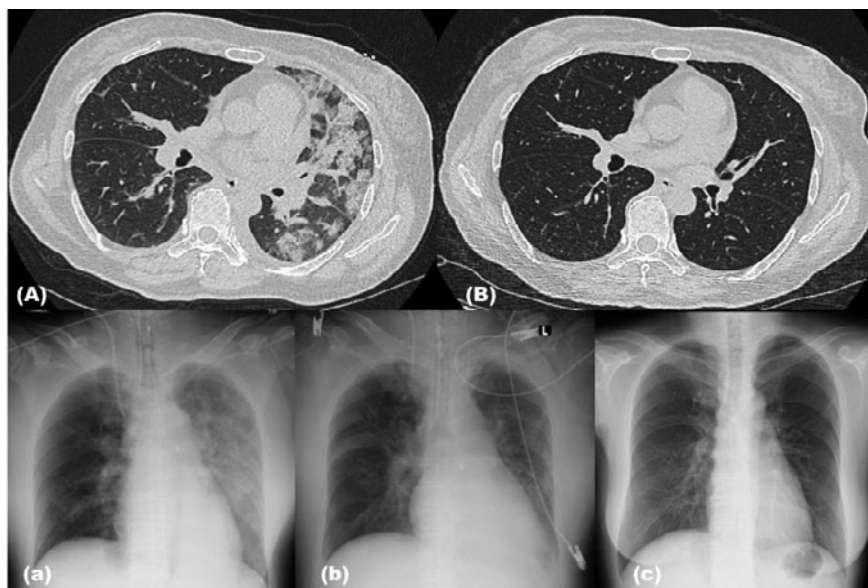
胸部単純CT, 胸部X線所見. (A) 入院当日胸部単純CT. 左肺全体に非区域性に拡がる浸潤影と肺血管陰影の増強を認める. 両肺に小葉間隔壁の肥厚と気管支壁の肥厚を認める. 少量の胸水貯留があるが, 心拡大はない. (B) 第20病日胸部単純CT. 浸潤影や小葉間隔壁の肥厚, 気管支壁の肥厚は消退し, 肺血管陰影の増強や胸水の貯留も認めない. (a) 入院当日胸部X線, (b) 第5病日胸部X線, (c) 第26病日胸部X線. 肺浸潤影および肺血管陰影の増強は経時的に消退した.
